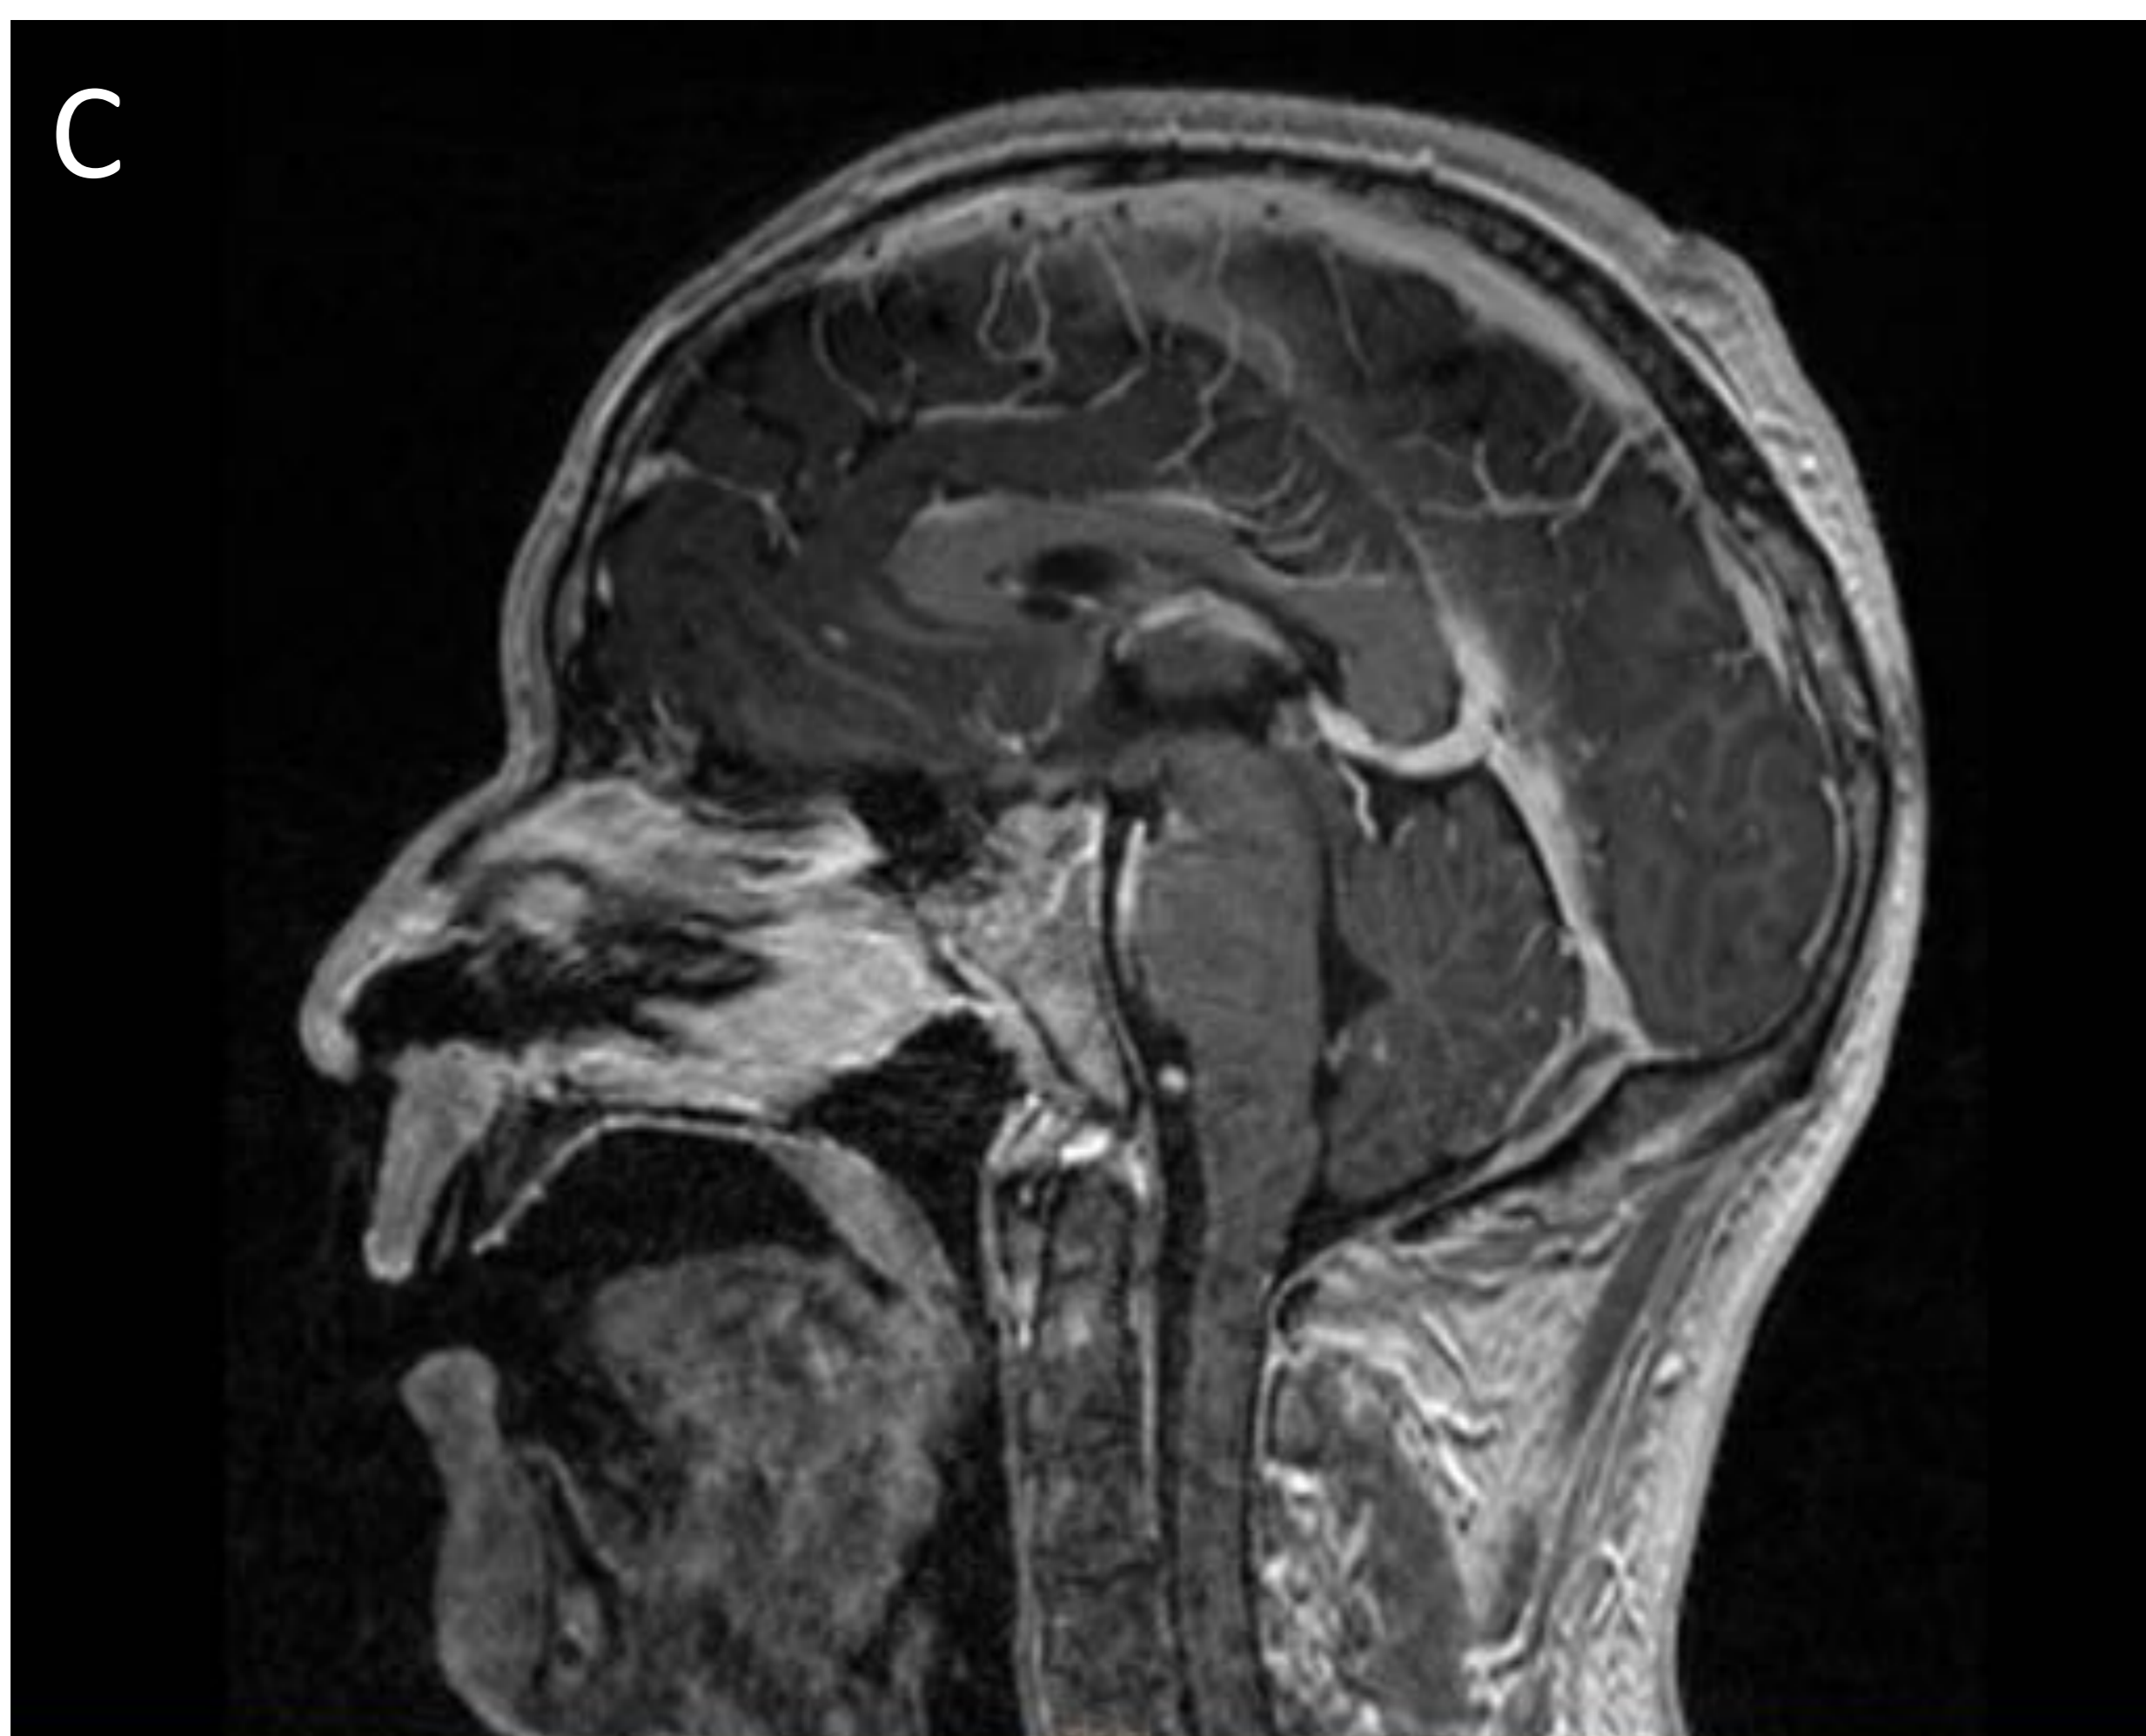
RM en secuencias potenciadas en T1 con gadolinio. Imágenes en relación a meningoencefalitis tuberculosa. Existe realce leptomeníngeo rodeando al tronco cerebral, en segmento cisternal de los pares craneales, cisuras de Silvio, rodeando las paredes vasculares del polígono de Willis y en algunas folias cerebelosas.
